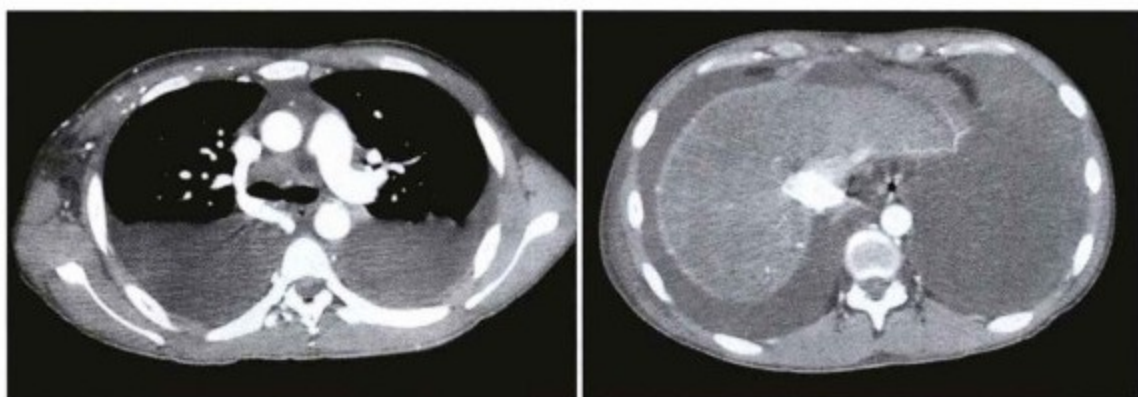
缩窄性心包炎,胸部CT显示中心静脉压明显增高。左图,奇静脉水平,奇静脉明显增宽。右图,上腹部水平,腹水和造影剂回流入下腔静脉上部。
